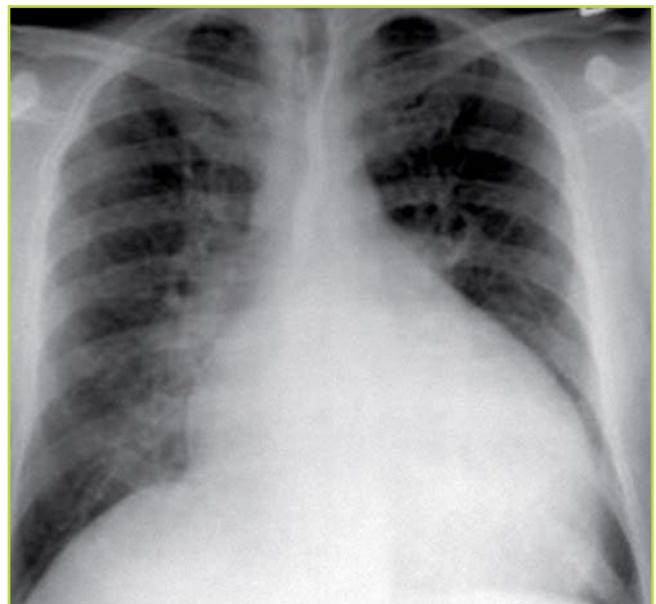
Radiografía de tórax de una miocardiopatía dilatada.
